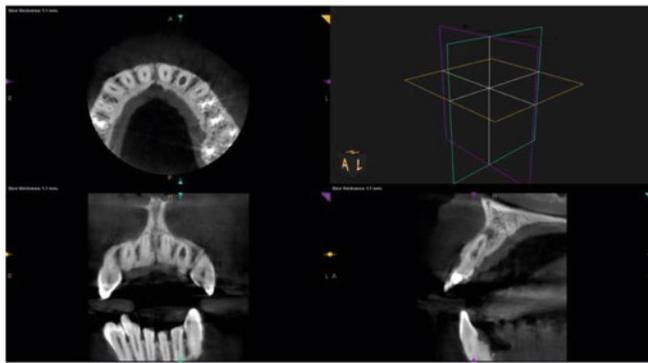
Imagem extraída do CBCT maxilar.
